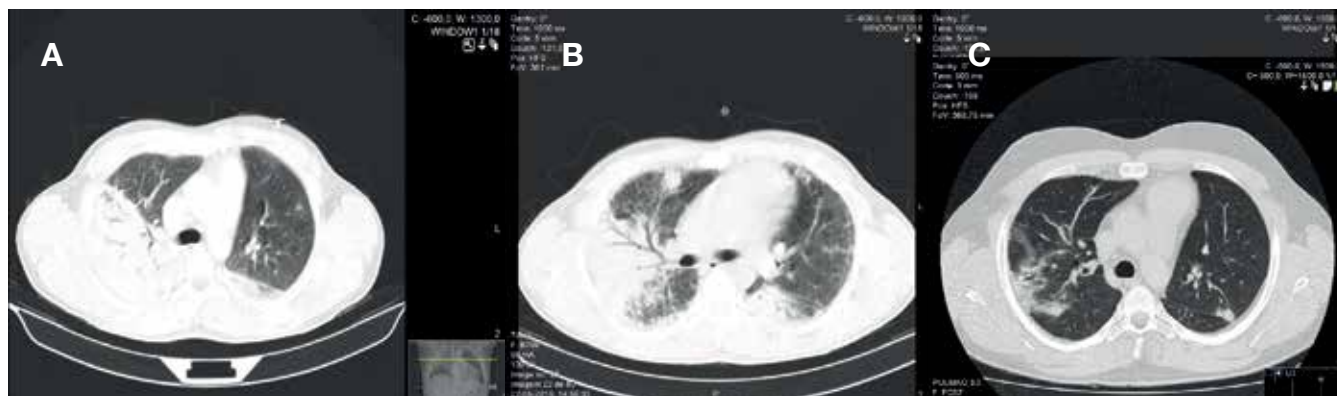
Tomografia computadorizada com A: extensa consolidação parenquimatosa com broncograma aéreo no lobo superior direito. B: consolidação com uma imagem nodular de novo no lobo superior direito e algumas opacidades com predomínio sub-pleural em ambos os pulmões. C: regressão da consolidação do lobo superior direito, com duas imagens nodulares no lobo superior direito e esquerdo
